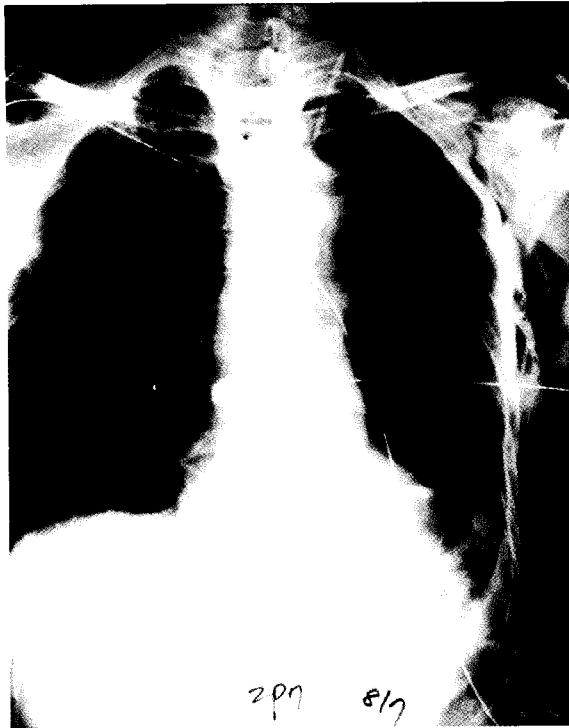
Postoperative chest x-ray after left pneumonectomy, tracheonegaly with diverticulum is seen.
